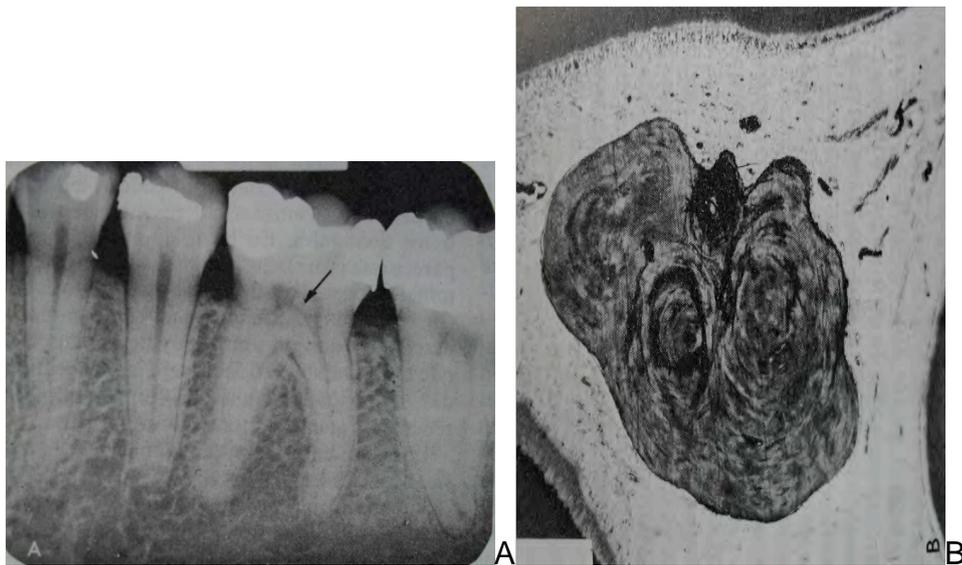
Dentículos en la cámara pulpar. Radiografía (A) y sección histológica (B)
